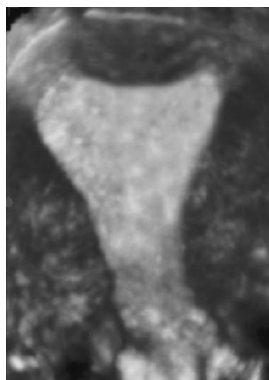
USG 3D Útero Normal Mullerian Anomalies. Clin Obst Gynecol 2008; 51 (1): 214 – 222.
